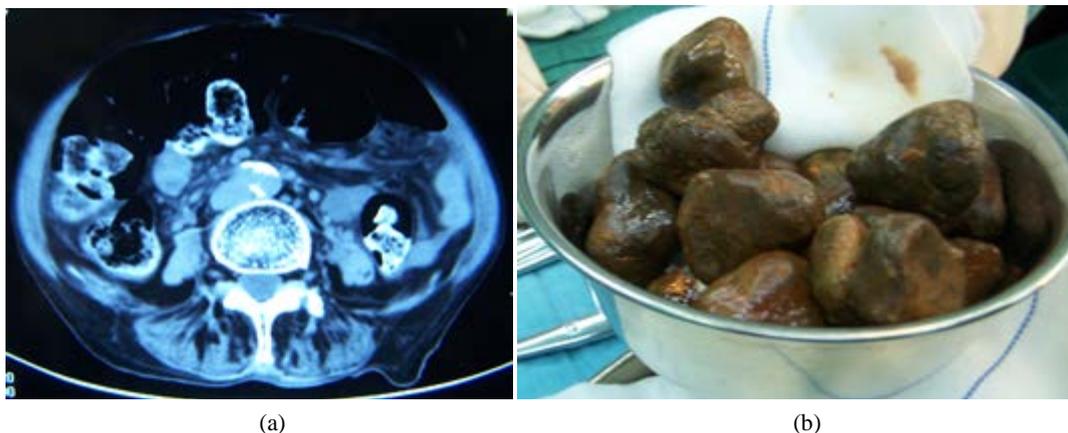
(a) The CT scan revealed the colon pneumatosis, dilatation, and the high density nodules in the colonic lumen; (b) Dry stool block was taken out from the colorectal lumen in the operation.
